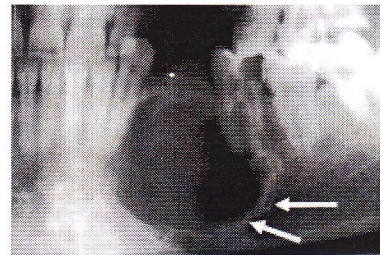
Fibroma osificante. Radiografía que muestra una lesión en un estado inmaduro de contornos bien delimitados esclerosos, con ausencia de piezas dentarias y compresión de las raíces vecinas Imagen tomada de <http://seram2006.pulso.com/modules>.
